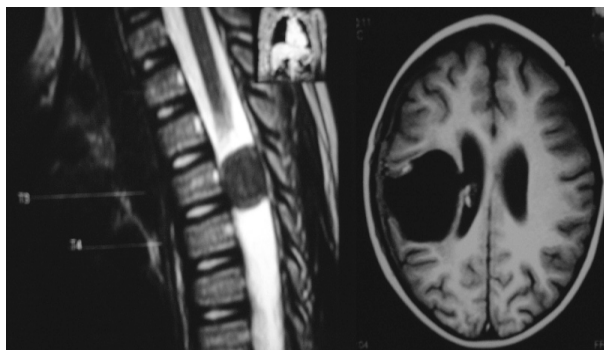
A la izquierda, corte sagital de lesión ocupante de espacio a nivel de T3 y T4, caso 1. A la derecha, corte transversal de RMN donde se evidencia lesión ocupante de espacio a nivel parietal derecho, caso 2.
